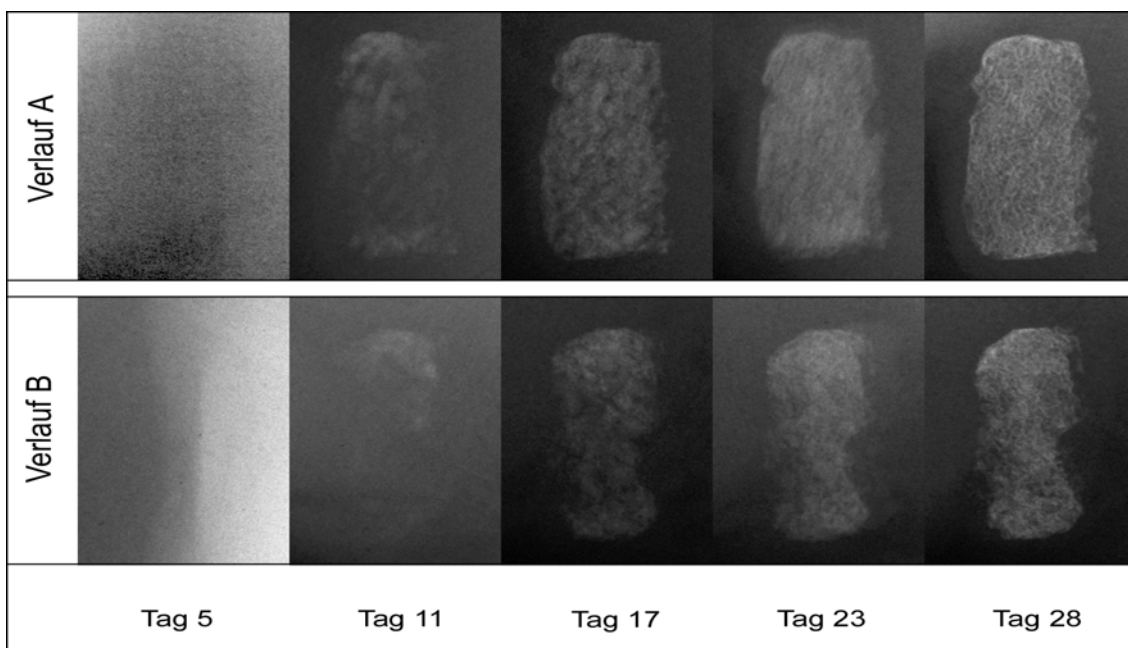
Beispiel für eine postoperative Röntgen- Verlaufskontrolle. (Tag 5, 11, 17, 23, 28) Verlauf A: Träger mit 2 µg BMP-2. Verlauf B: Träger mit 1 µg BMP-2 und 1 µg EHBMP-2.
